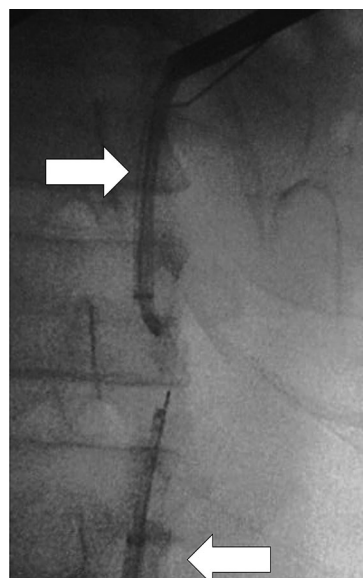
Intraoperative X-ray image. Ureteral access sheaths were inserted percutaneously and retrogradely. Ureteral access sheath (arrow).
